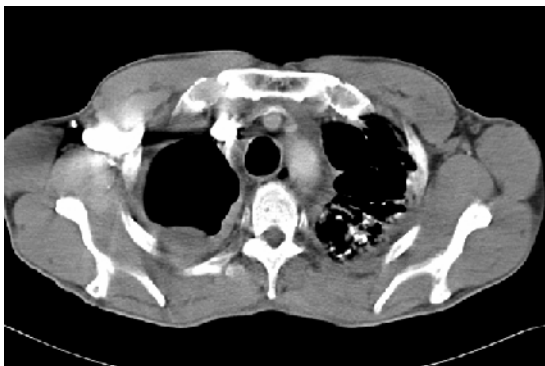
Tomografía a nivel de vasos supra-aórticos en donde se observa engrosamiento pleural, cavitación con nivel hidroaéreo y calcificaciones intraparenquimatosas.
